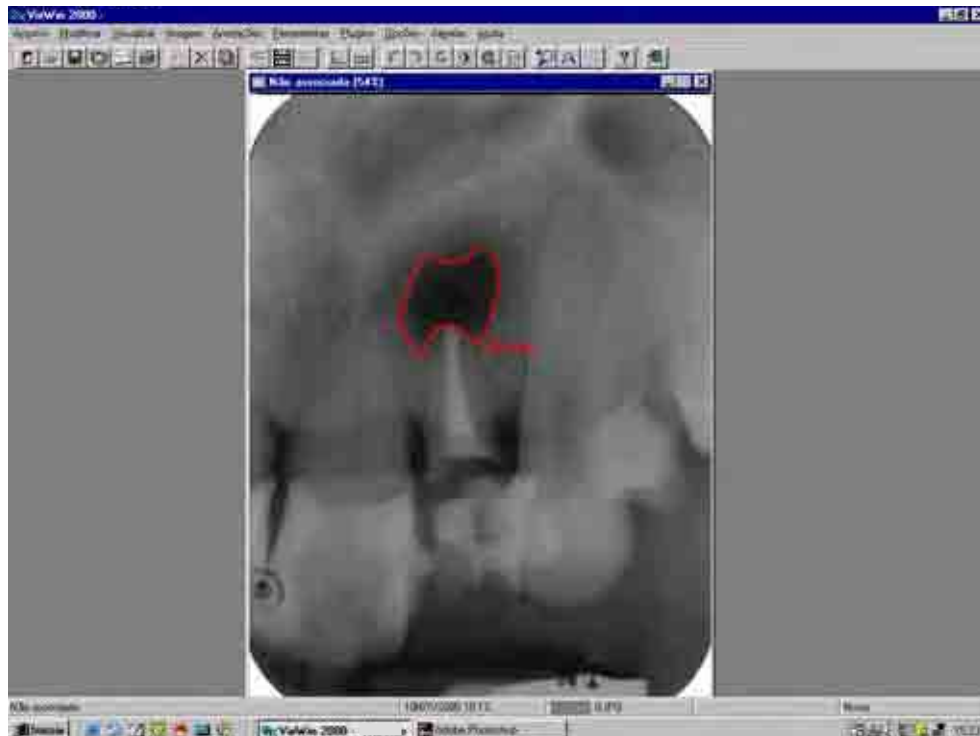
Imagem radiográfica mostrando a área total da lesão periapical fornecida pelo programa VixWin 2000 após a escolha da opção “calcular”.
